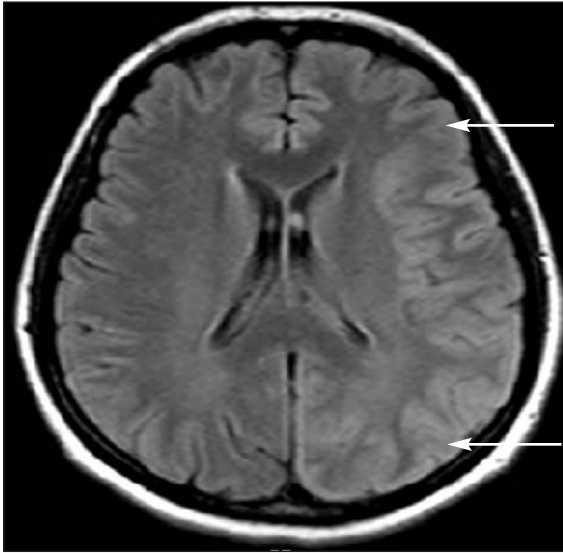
FLAIR sekansında sol frontoparietal konveksitede belirgin yaygın ödemle uyumlu sinyal artışı.
